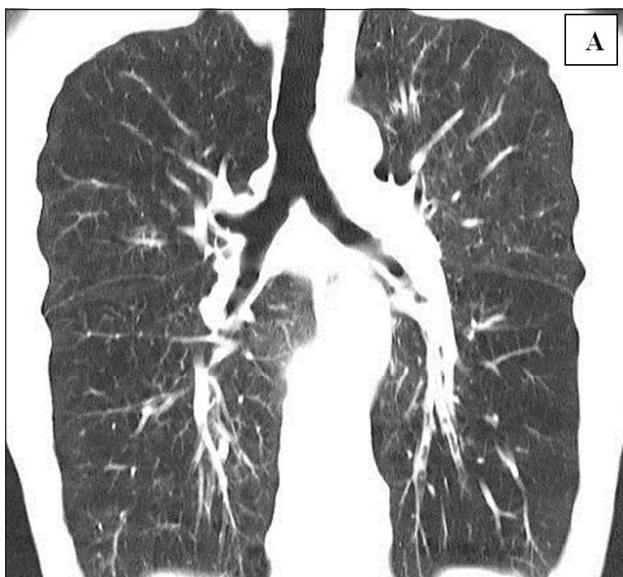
МСКТ в диагностике ХОБЛ. А – мультипланарная реконструкция в коронарной плоскости (срединный срез), исследование выполнено в инспираторную фазу дыхания: пневматизация легочных полей повышенна за счет распространенной эмфиземы; обращает на себя внимание увеличение размеров легких. Б – 3-мерная реконструкция исследования, проведенного в экспираторную фазу дыхания: зафиксирован большой остаточный объем в обоих легких, обусловленный эмфиземой, объем легких увеличен.
